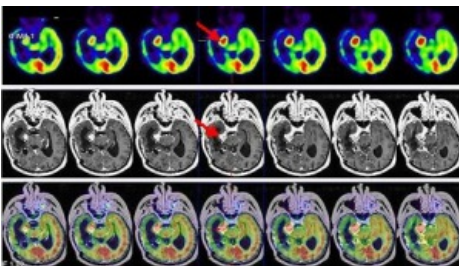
PET-RNM cerebral que demuestra persistencia de tumoración en región mesial posterior del lóbulo temporal derecho adyacente a la protuberancia con SUVmáx=7,8 (flecha).
